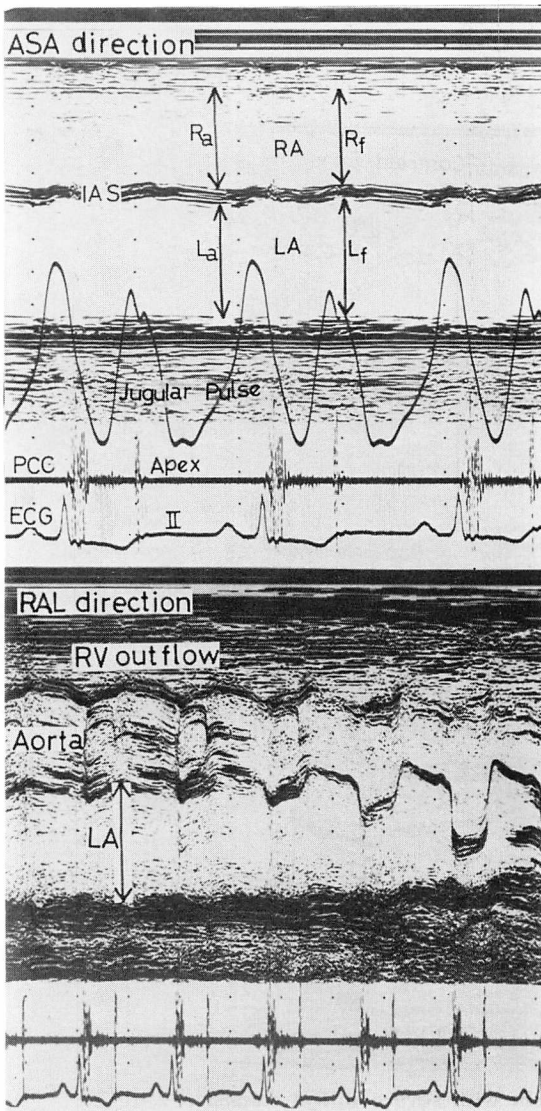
M-mode echocardiograms from a patient with mild mitral stenosis.
